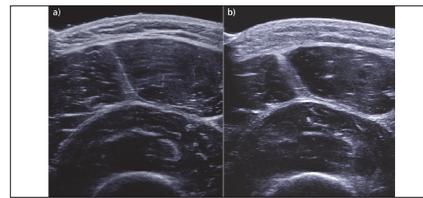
variation du volume du quadriceps (image par ultrason) observée entre avant (a), immédiatement après (b) l'arrivée du TdG. (44) On observe l'augmentation de largeur des fascias musculaires liée à l'état œdémateux. (25)
